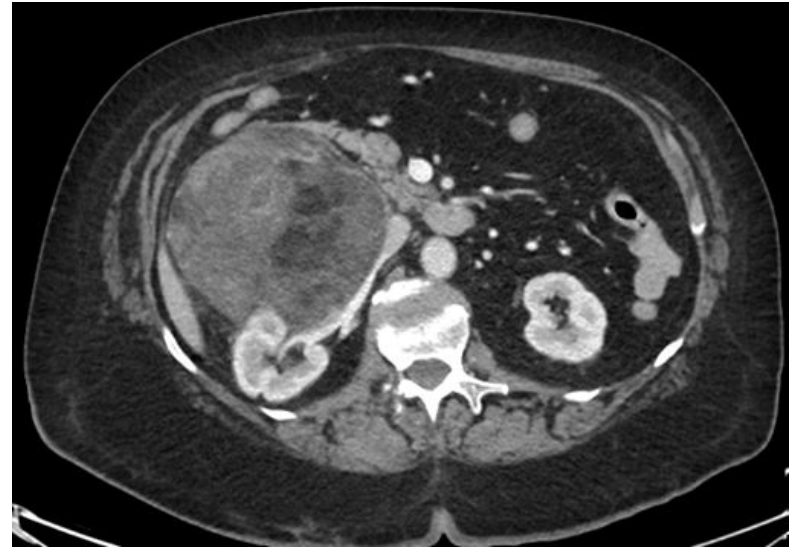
Corte axial de TC de abdomen en fase portal. Masa retroperitoneal que ocupa el espacio perirrenal derecho, heterogénea con áreas de densidad grasa y zonas hipercaptantes. Condiciona desplazamiento de estructuras adyacentes, VCI y vena renal derecha, compatible con liposarcoma.
